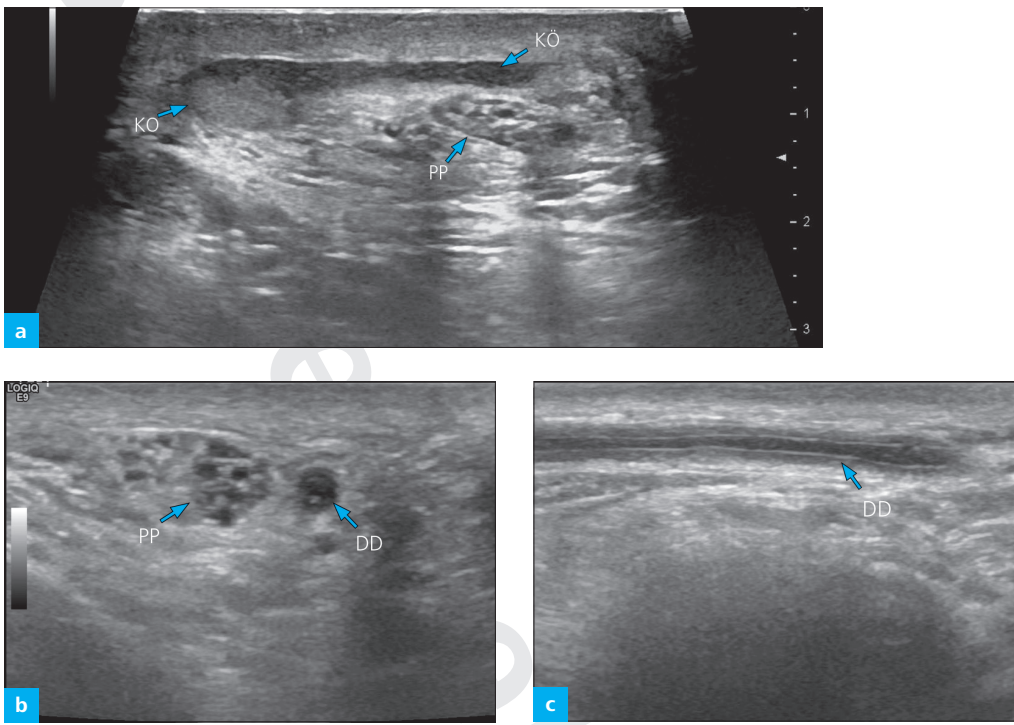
Hochauflösende Sonographie der extratestikulären Strukturen. (a) Sagittal mit Nebenhodenhkopf (KO), Nebenhodenkörper (KÖ) und Plexus pampiniformis (PP); (b) axial mit Plexus pampiniformis (PP, „revolvtrummelartig“) und Ductus deferens (DD, mit typischem Binnenreflex); (c) sagittal mit Ductus deferens (DD)
